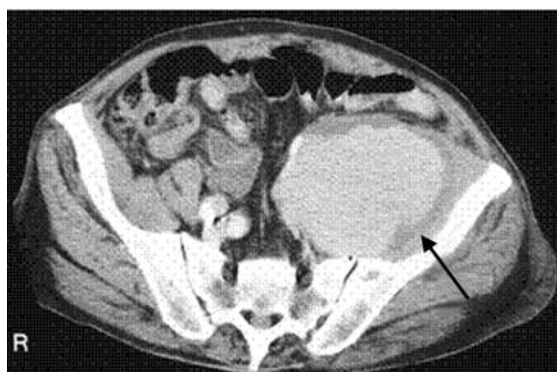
Preoperative computed tomography scans revealed an anastomotic false aneurysm (arrow).
